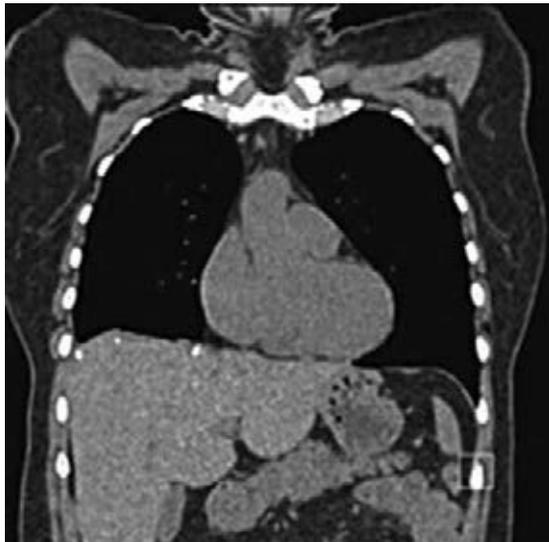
Tomografía computarizada toracoabdominal posoperatoria. Corte coronal, se muestra ausencia de recurrencia e hiperdensidad en sitio de reparación.
